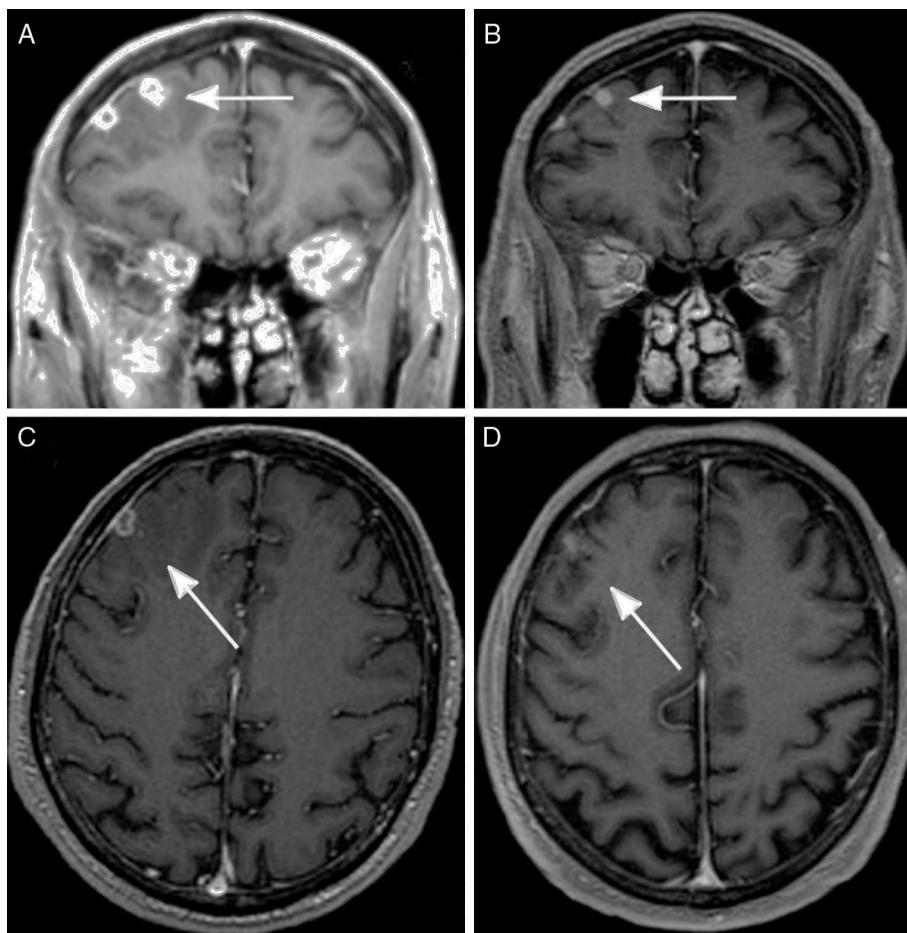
RMN cerebral con contraste: A) Corte coronal a nivel frontal, imagen inicial. Se aprecia tuberculoma en placa, en región frontal derecha, asociado a importante edema perilesional (flecha). B) Corte coronal, 3 meses más tarde. Disminución marcada del tuberculoma, con resolución del edema perilesional (flecha). C) Corte axial inicial: Tuberculoma en región frontal derecha, con importante edema perilesional (flecha). D) Corte axial, 3 meses más tarde, con disminución marcada del tuberculoma y resolución del edema perilesional (flecha).
